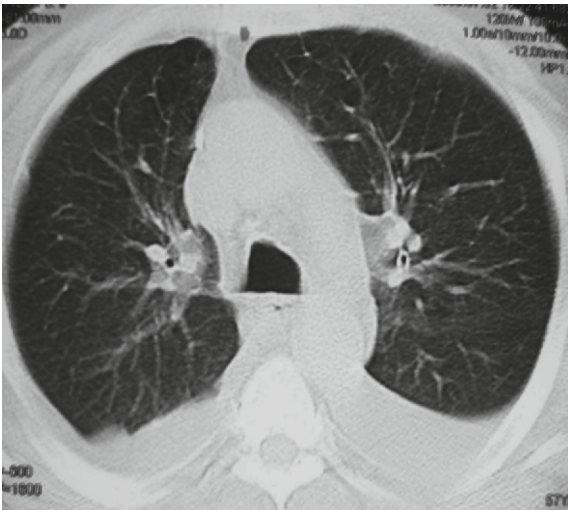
Thorax CT showed a right hilar mass of 1x1 cm suggesting a new onset bronchial carcinoma
